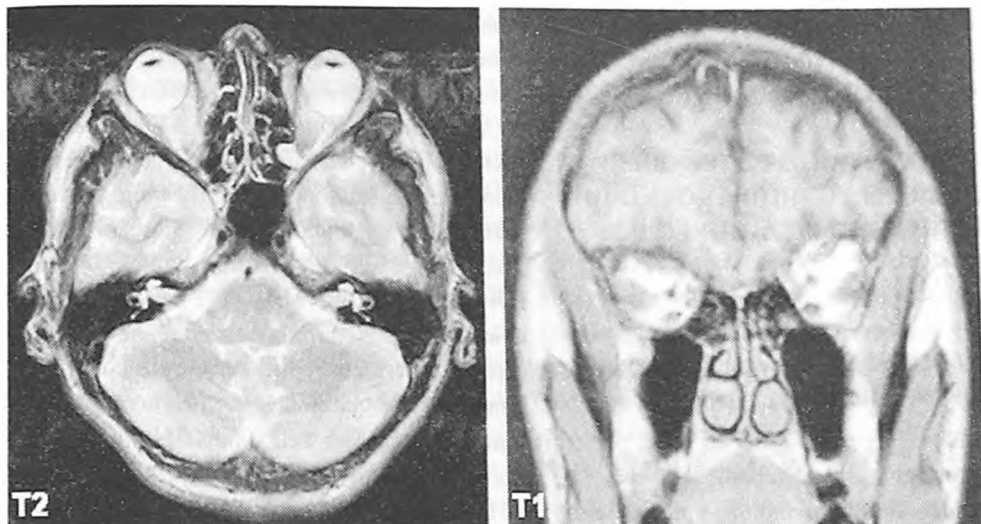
МРТ головного мозга и глазниц того же больного через два с половиной года. Отмечается выраженная положительная динамика в виде регресса правостороннего экзофтальма.
